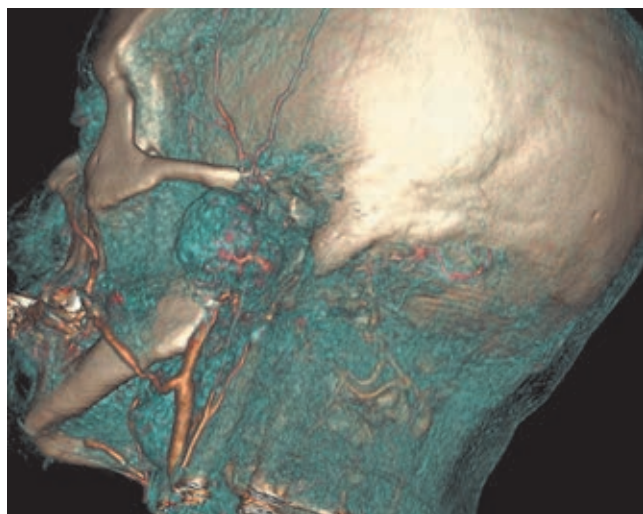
Данные КТ-ангиографии челюстно-лицевой области с построением VRT-реформации изображения
